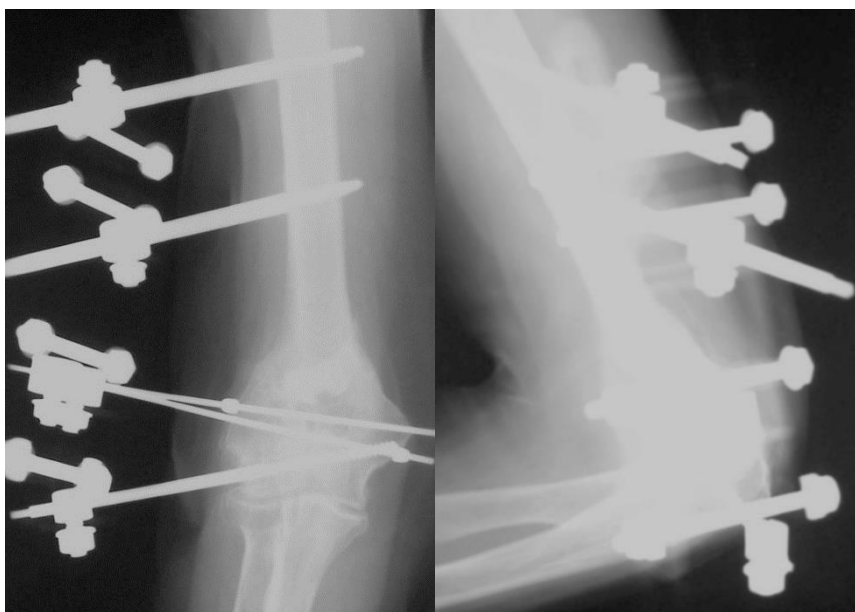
Рентгенограммы больной Р. 75 лет после остеосинтеза правой плечевой кости.
